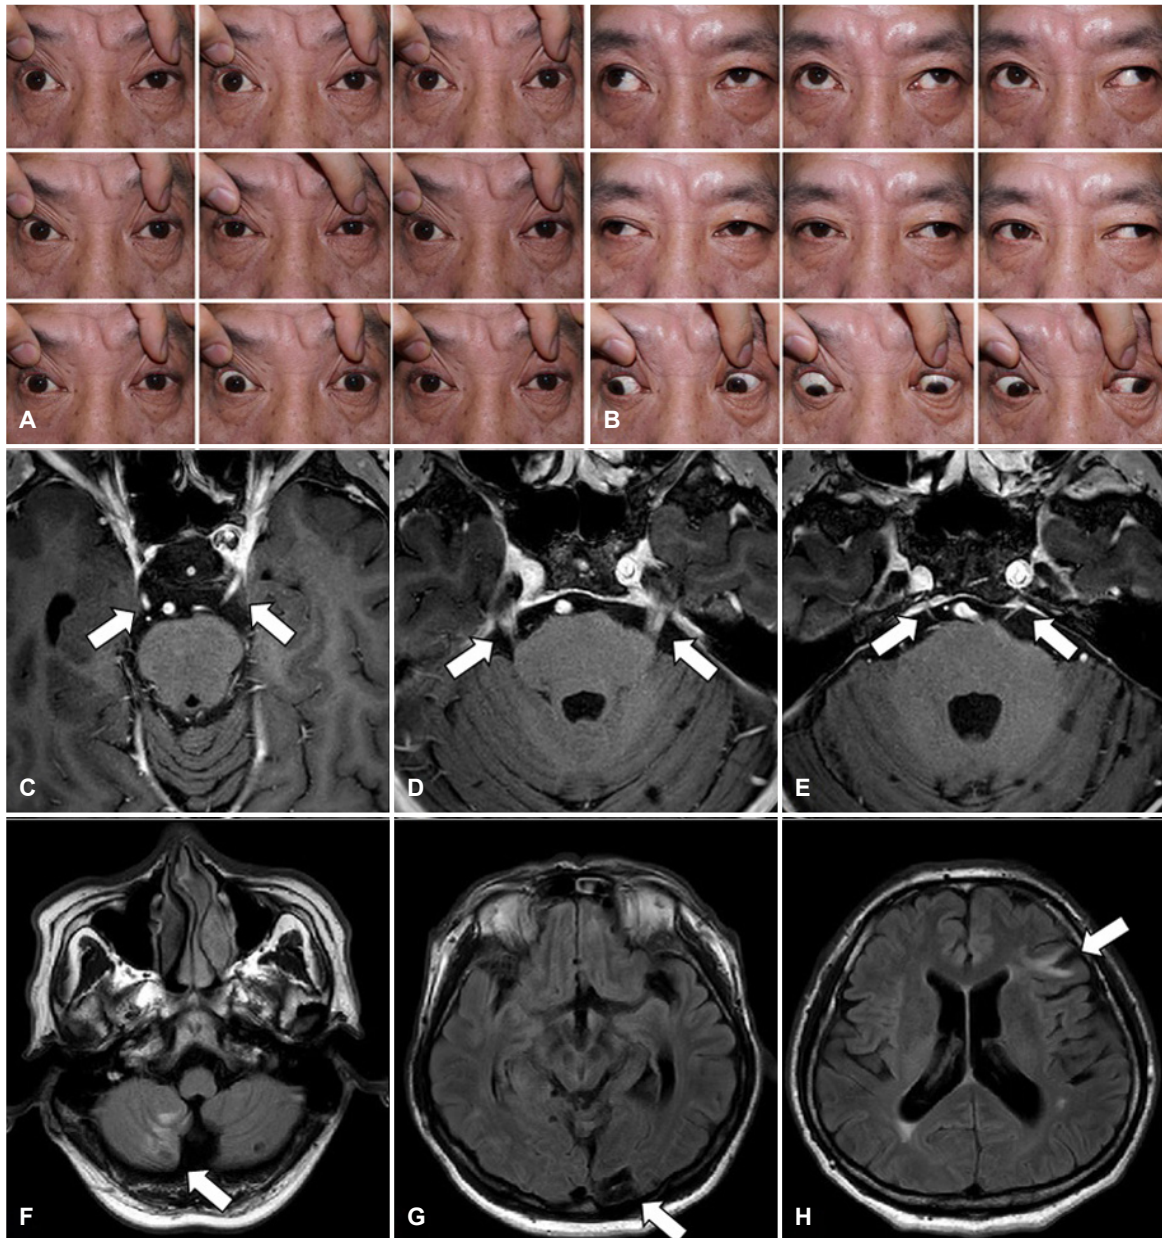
Impaired extraocular movements in all directions on both eyes (A) were improved after aqueous penicillin G treatment (B). Cranial nerve T1 magnetic resonance image (MRI) with enhancement showing enhancement of CN III (arrows, C), CN V (arrows, D), CN VI (arrows, E). T2 FLAIR MRI showing multiple new infarctions at right cerebellum (arrow, F), left occipital lobe (arrow, G) and left frontal subcortical white matter (arrow, H). T1; T1-weighted, T2; T2 weighted, CN; cranial nerve, FLAIR; fluid attenuated inversion recovery.
